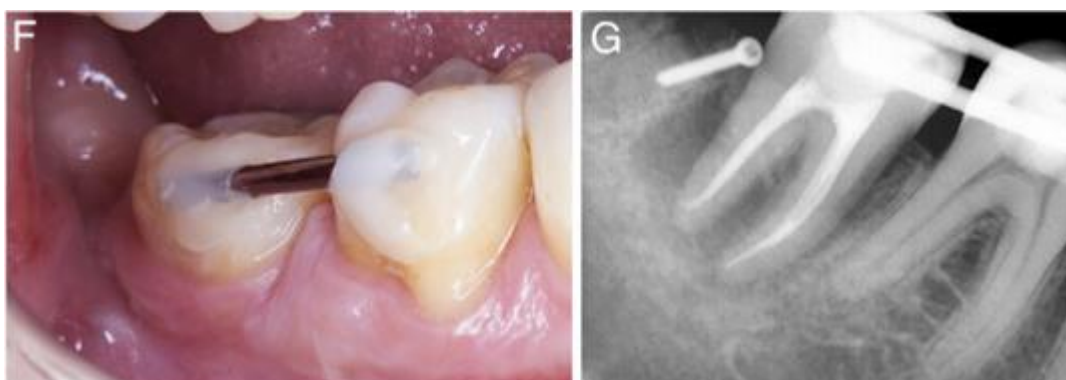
F) Fotografía clínica vista vestibular de la colocación de férula con alambre y resina fluida del diente trasplantado y el diente adyacente, G) Radiografía dentoalveolar donde se observa la estabilidad del alambre colocado en la parte vestibular y lingual del diente trasplantado.¹⁶
